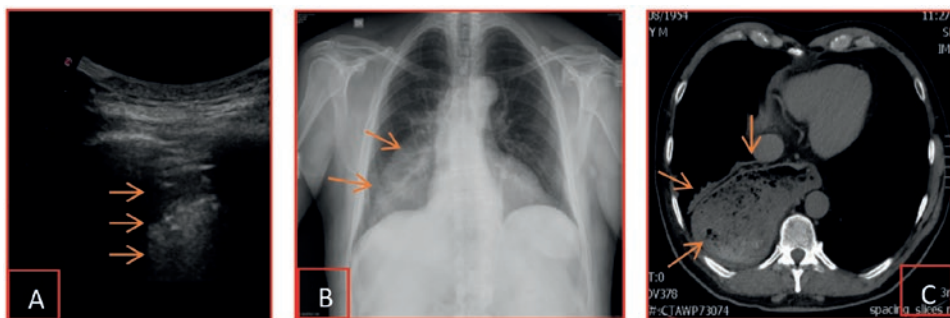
In A scansione ecografica posteriore destra del torace distale che evidenzia fra i coni d'ombra costali una struttura anomala non consona con il polmone e suggerisce l'ipotesi di struttura intestinale. Il controllo RX (B) evidenzia l'addensamento paramediastinico distale destro, ma non è dirimente. La TC (C) evidenzia lo stomaco erniato, ma la conferma definitiva è stata poi possibile solo con mezzo di contrasto nel digerente.
